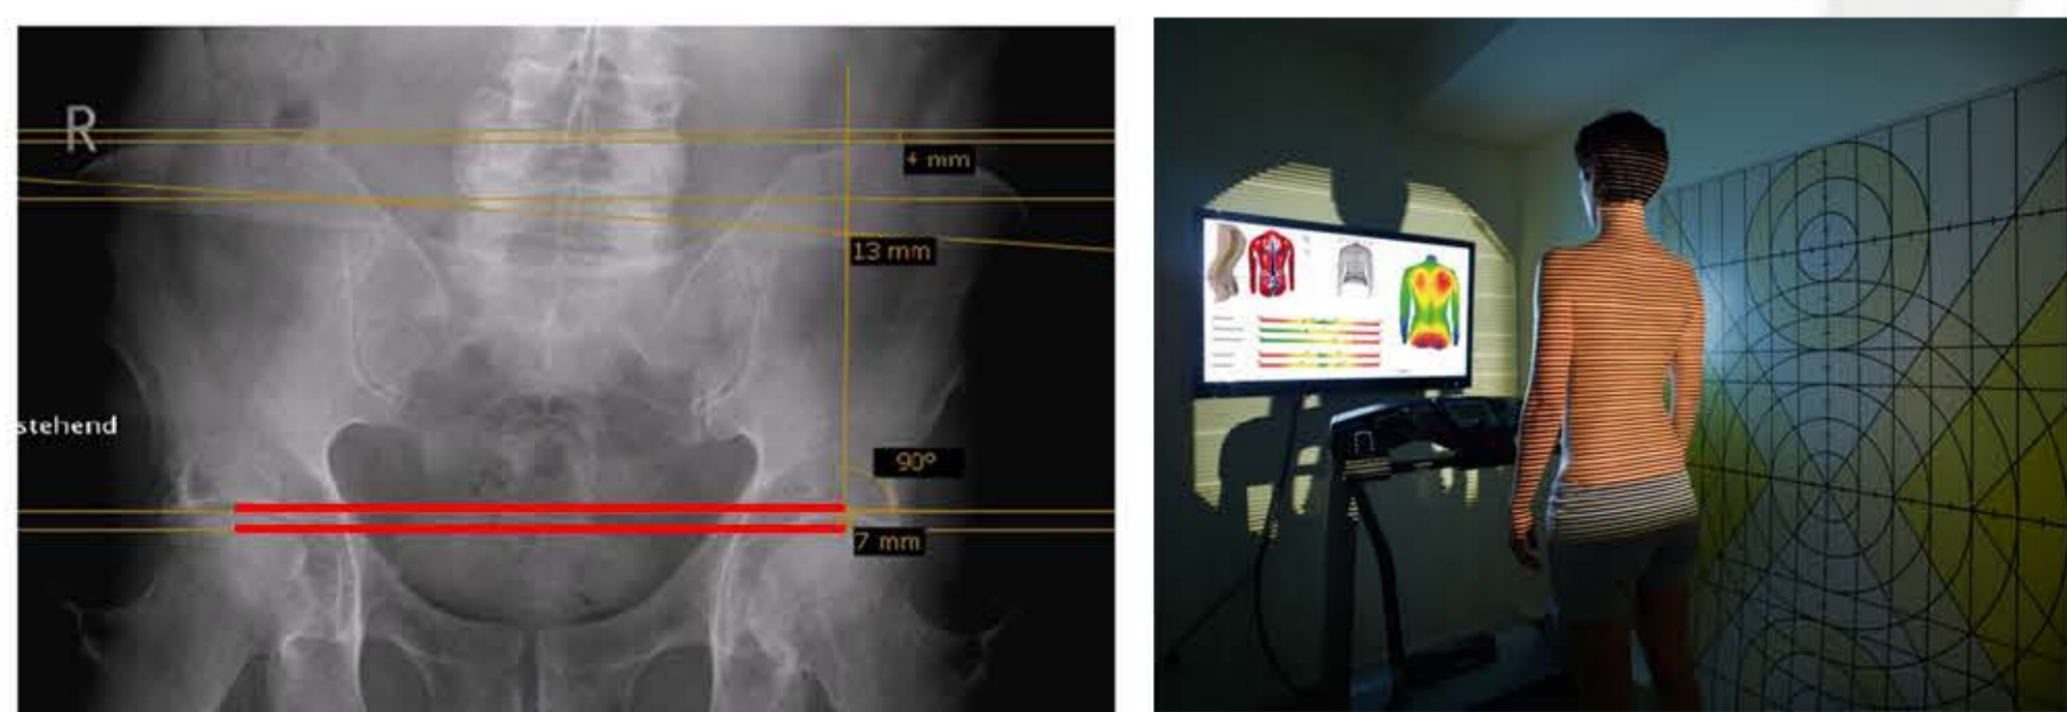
Zur Bewertung der Beinlängendifferenz wurde den Femurkopf-Hochstand (FKH) in eine antero-posteriore Röntgenaufnahme vermessen (links); die Ausgleichsstrategien der Wirbelsäule wurden nicht nur durch Röntgenaufnahmen, sondern auch mittels eine 4D-Rückenvermessung (4D Formetric, Diers- Biomedical Solutions) analysiert (rechts).
